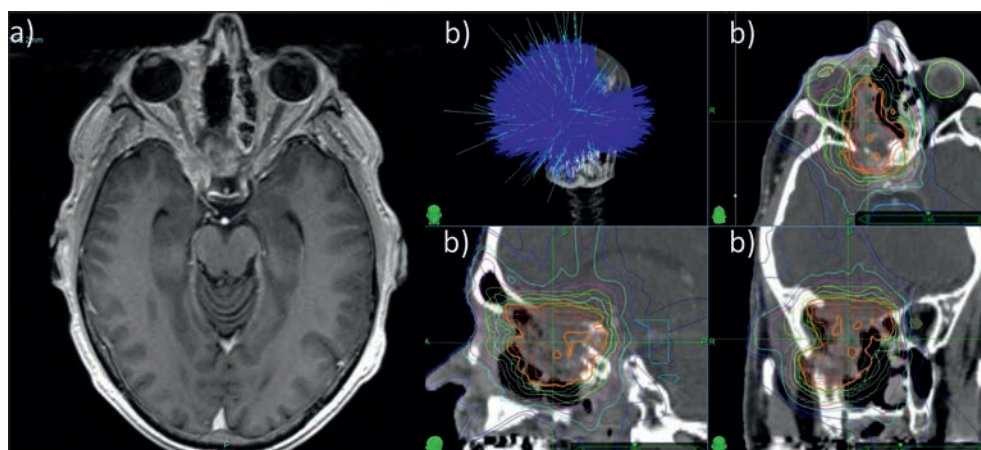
(a) IRM T1 avec injection de gadolinium permettant de repérer le volume cible macroscopique (GTV) ; (b) Planification de la ré-irradiation stéréotaxique par CyberKnife®.
